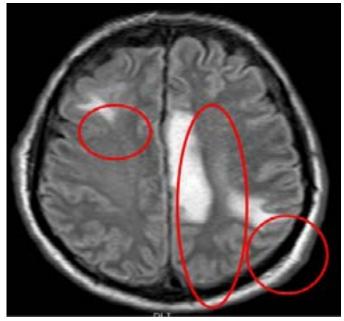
IRM de cerebro T2
